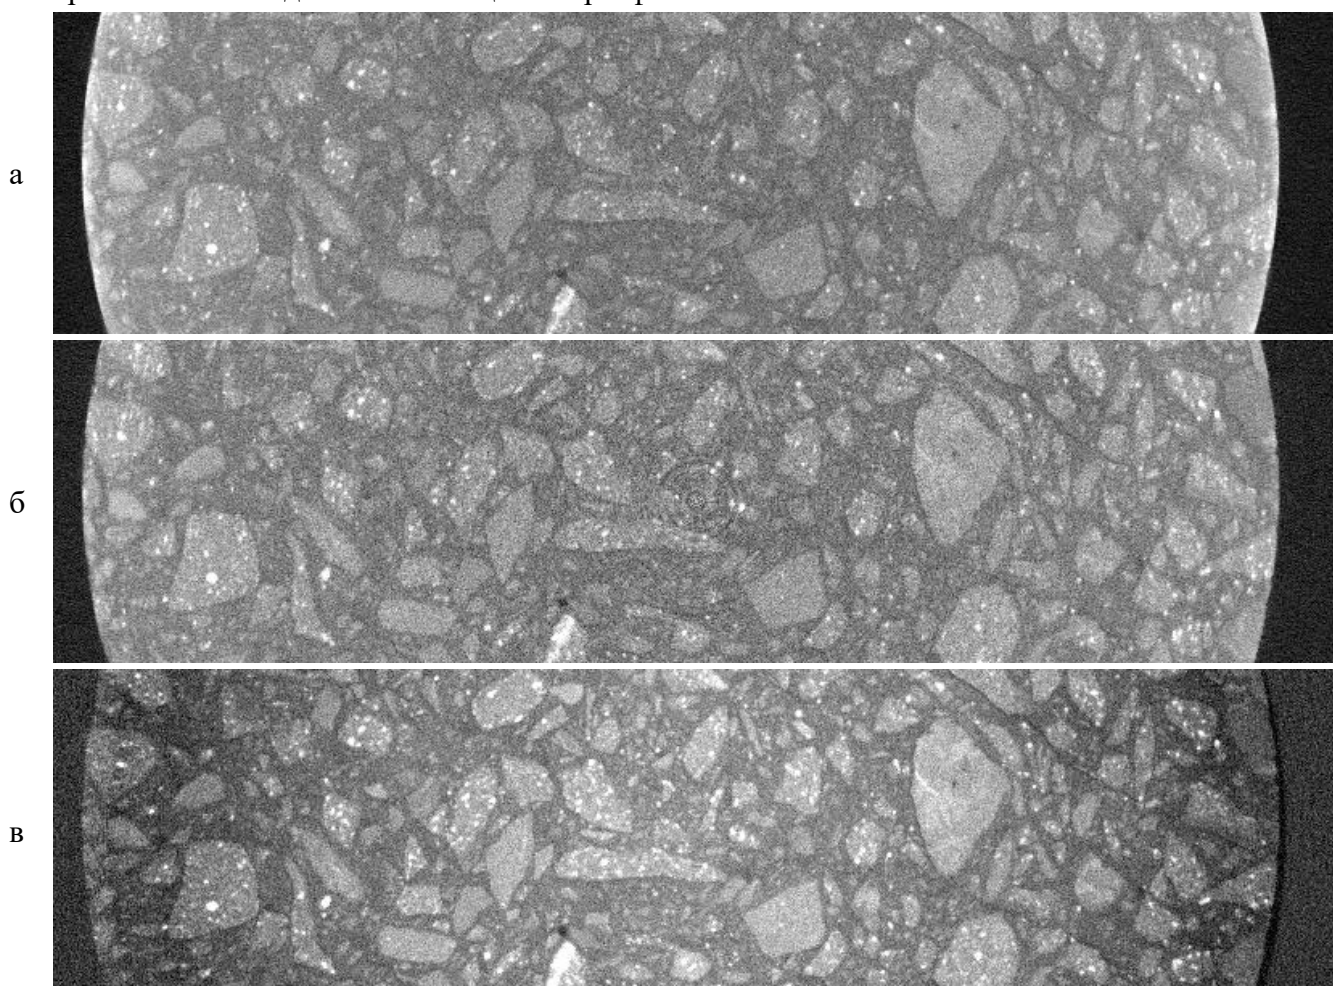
Область интереса на срезе томограммы. Съемка при напряжении 80 кВ. Размер вокселя 50 мкм. а – отсутствие фильтрации, б – фильтрация 300 мкм меди на источнике, в – система фильтрации с компенсирующим фильтром
